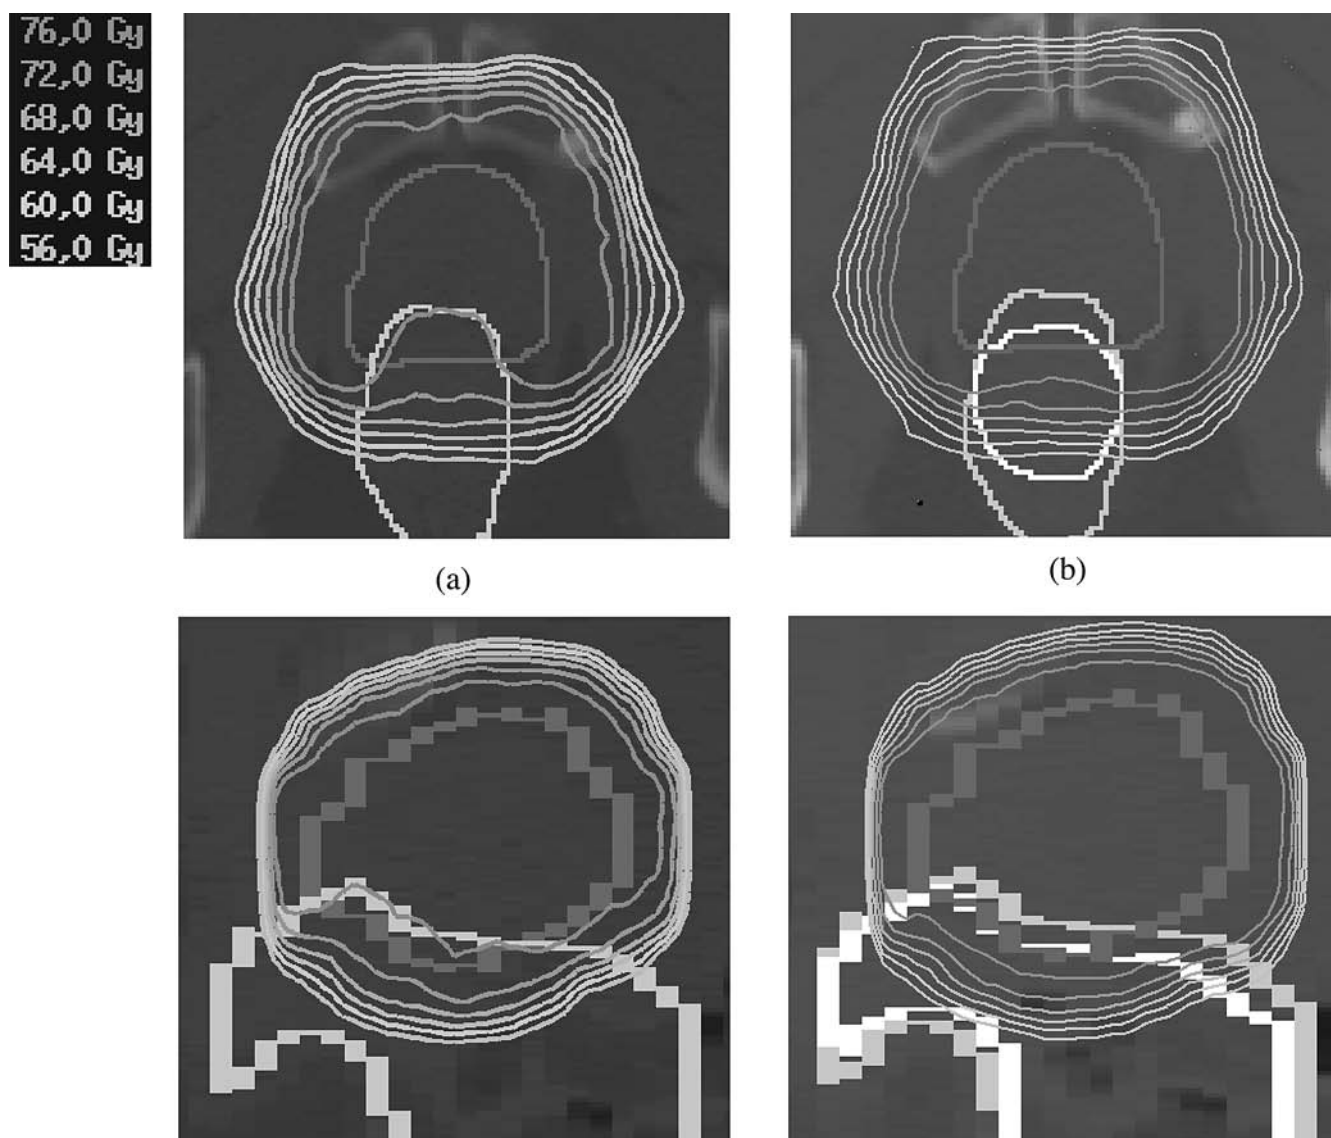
Transversale und sagittale Schicht einer geplanten Dosisverteilung der Optimierung mit PRV₅ (a) bzw. mit PRV₁ (b) für Patient 4. Die Konturen zeigen die CTV-Hülle und Rektumhülle PRV₅ sowie zusätzlich in die Abb. (b) die verwendete Rektumkontur von CT 2 des Patienten (weiße Linie). Die äußerste Isodosislinie entspricht der 70% (56 Gy)-Isodosislinie, danach folgen von außen nach innen die 75% (60 Gy)–95% (76 Gy) Isodosislinien in Schritten von 5% (4 Gy).
